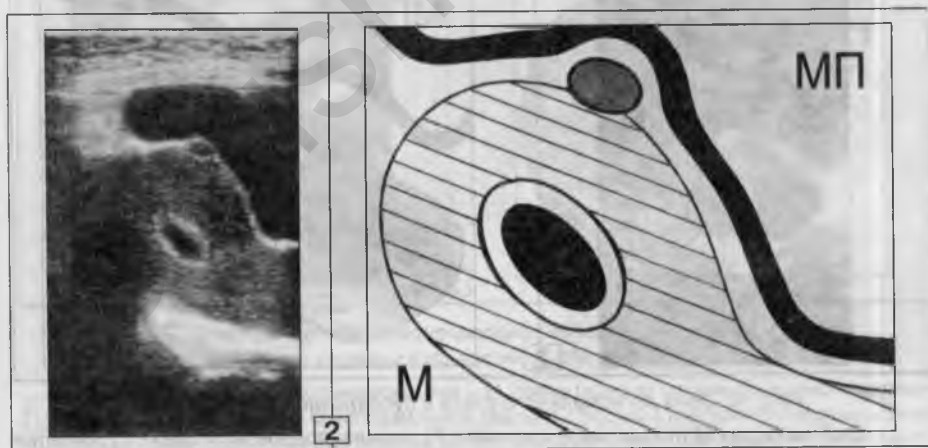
Небольшой субсерозный ФМ-узелок (8 x 4 мм) по передней стенке; случайно обнаружен у 30-летней женщины при УЗИ по поводу БРС = 3 НБ.
